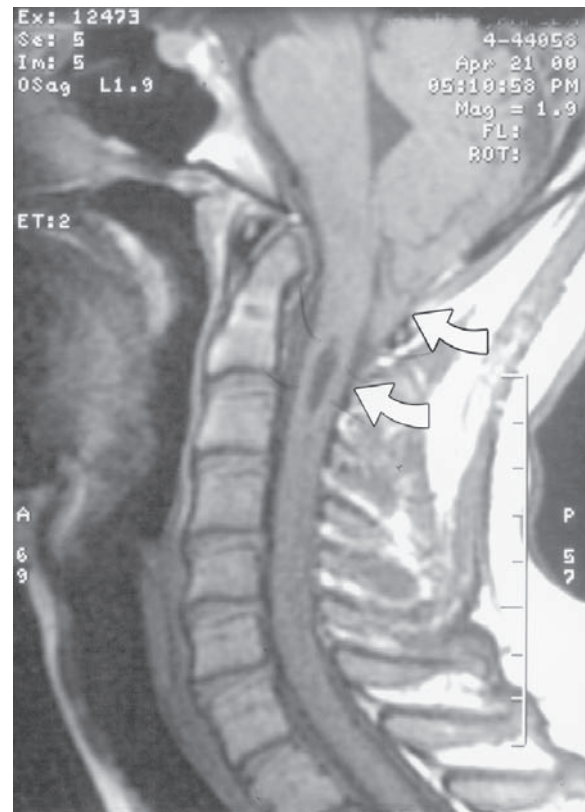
Malformación de Chiari y siringomielia del desarrollo. MRI en secuencia T1 que muestra las amígdalas cerebelosas que yacen en una posición inferior al agujero magno y por detrás de la médula espinal cervical alta (flecha superior) y la cavidad de la siringomielia en la porción superior de la médula espinal (flecha inferior).
